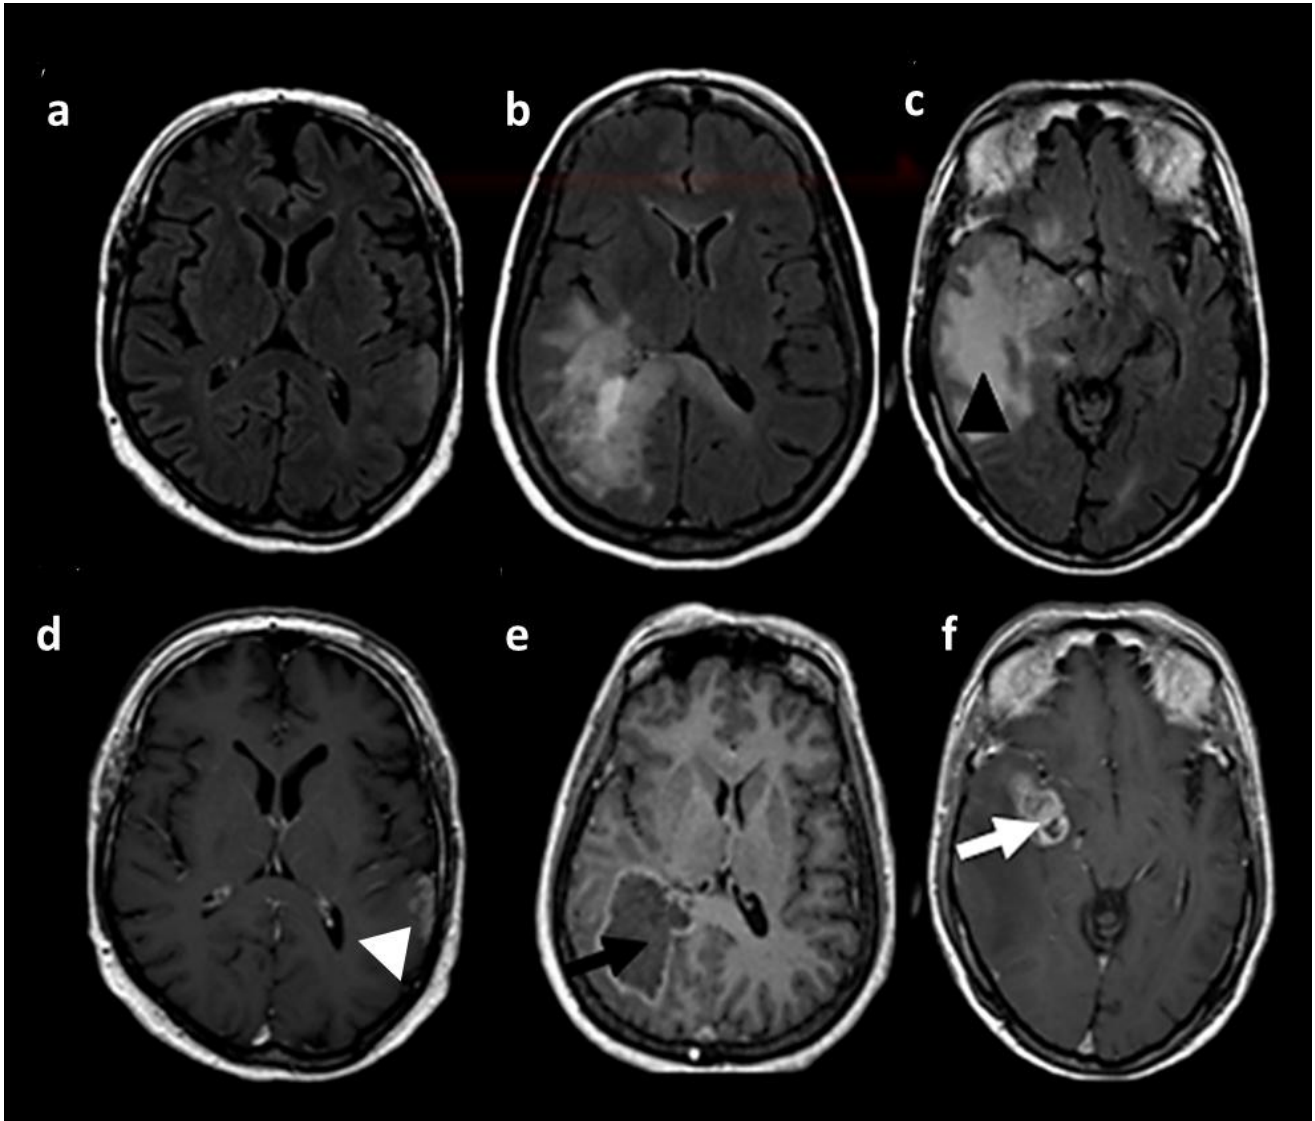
Proporció de LCC i LNCC. (a,b,c) Seqüències FLAIR, (a,d,e,f) seqüències T1-Gd. (a,d) Aquesta tumoració a lòbul parietal esquerre mostra una proporció de LCC del 68-95% (cap de fletxa blanc), mentre que la proporció de necrosi i de LNCC s'interpretaren, ambdues, < 5%. (b,e) En el segon cas, s'observa una lesió amb una proporció de necrosi del 68-95% (fletxa negra) i una captació de contrast fina i perifèrica amb una proporció < 5%. La LNCC és del 34-67%. (c,f) En aquest pacient, l'edema representa el 34-67% (cap de fletxa negra) i la LCC del 34-67% (fletxa blanca). Per a comptabilitzar les proporcions lesionals s'analitzen la totalitat de seccions contingudes a l'estudi RM (no incloses) (*Elaboració pròpia*).
